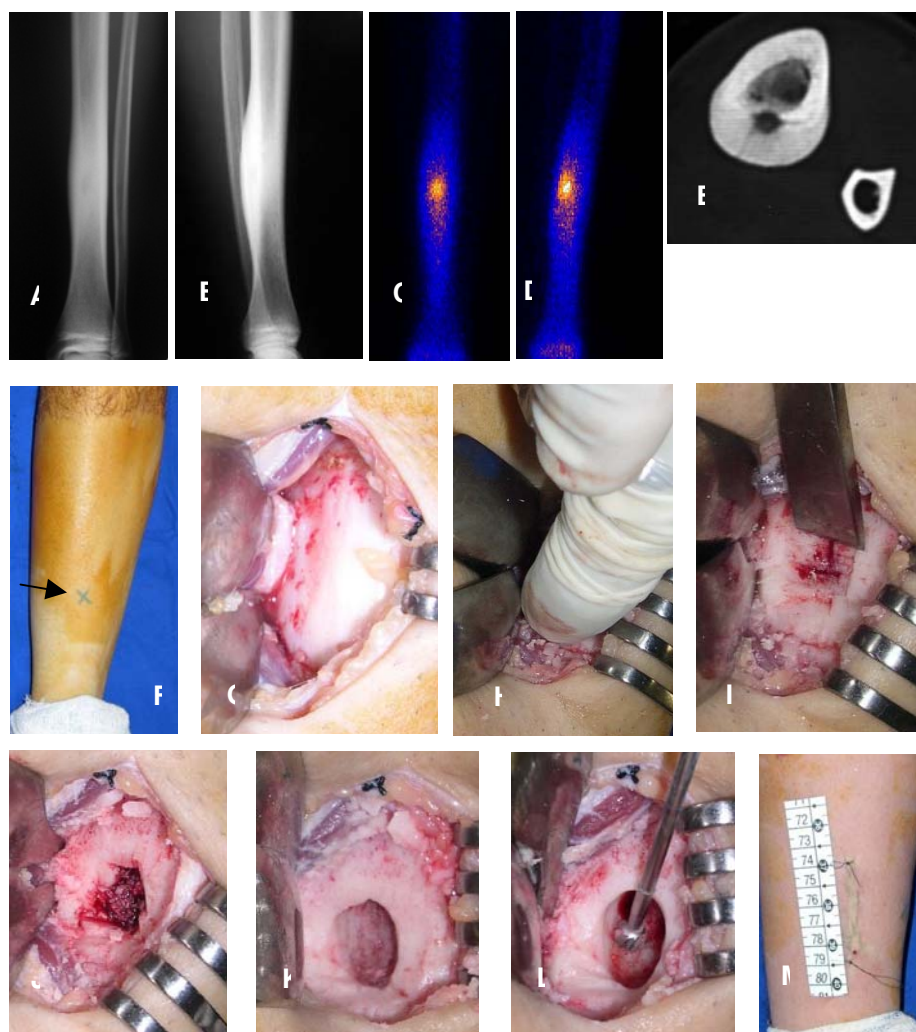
Técnica empregada no grupo gama-guiado. A e B, radiografias de um paciente com osteoma osteóide na face posterior do corpo da tíbia. C e D, aspecto típico da fase tardia da cintilografia óssea mostrando a captação em dupla densidade. E, corte de tomografia computadorizada que mostra o nicho com intensa esclerose reacional associada. F, a seta aponta para o ponto mais radioativo demarcado no Serviço de Medicina Nuclear. G, exposição da superfície óssea. H, identificação do ponto mais radioativo com uso da sonda de raios gama. I, com o desbastamento da esclerose com osteótomo, observa-se área com mais sangramento que corresponde ao início do nicho. J, exposição do nicho. K, cavidade formada após curetagem do nicho. L, aprofundamento da cavidade com fresa de alta rotação. M, aspecto do ferimento imediatamente após a sutura.
